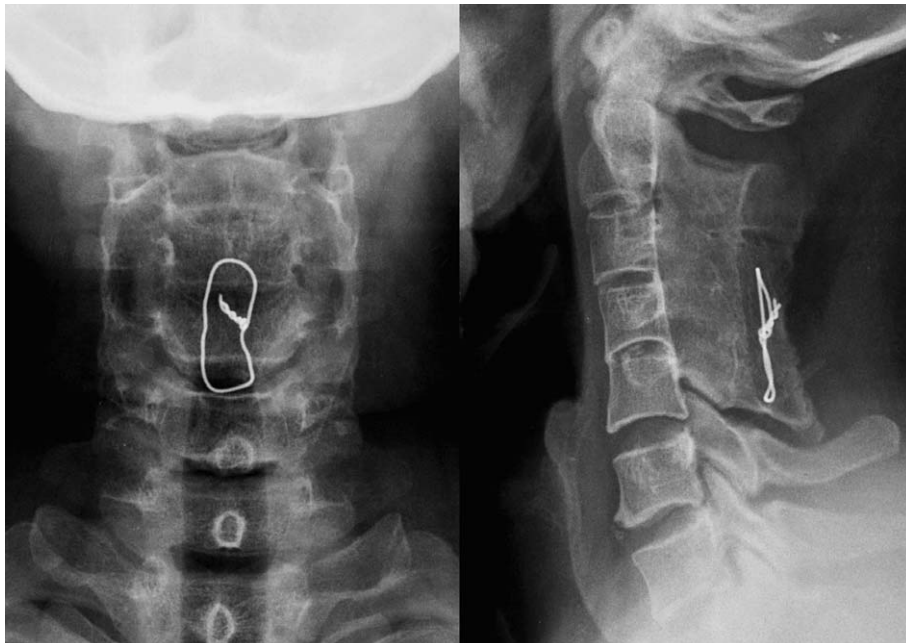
A 22-year follow-up radiograph showed posterior fusion using iliac bone graft and wiring without recurrence.
